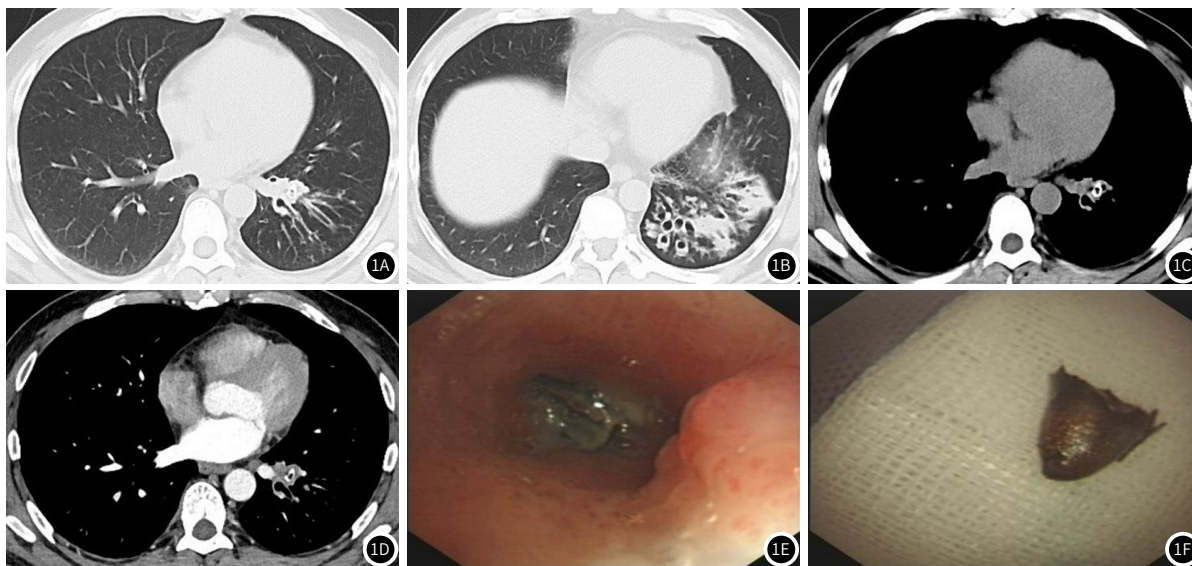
图1F 男,47岁,成人TFBs患者,图1A-图1B 横断面肺窗CT图像示左肺下叶支气管扩张伴黏液栓塞,周围见阻塞性炎症;图1C-图1D 横断面纵隔窗平扫及动脉期图像示左肺下叶基底段支气管近端管腔内见环形高密度影,周围见增多软组织影;图1E-图1F 支气管镜检查示左肺下叶基底段支气管开口处见辣椒尖异物,周围见肉芽组织增生,管腔内见较多脓性分泌物。
